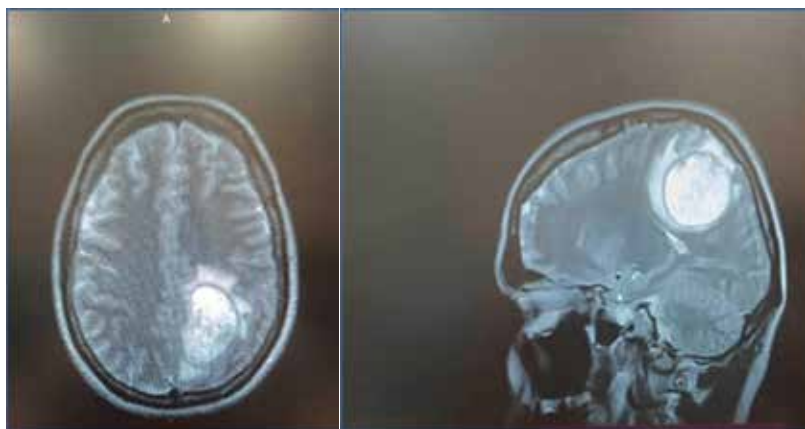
МРТ-картина объемных образований левой теменной области, левой височной доли, левой теменно-височной области
